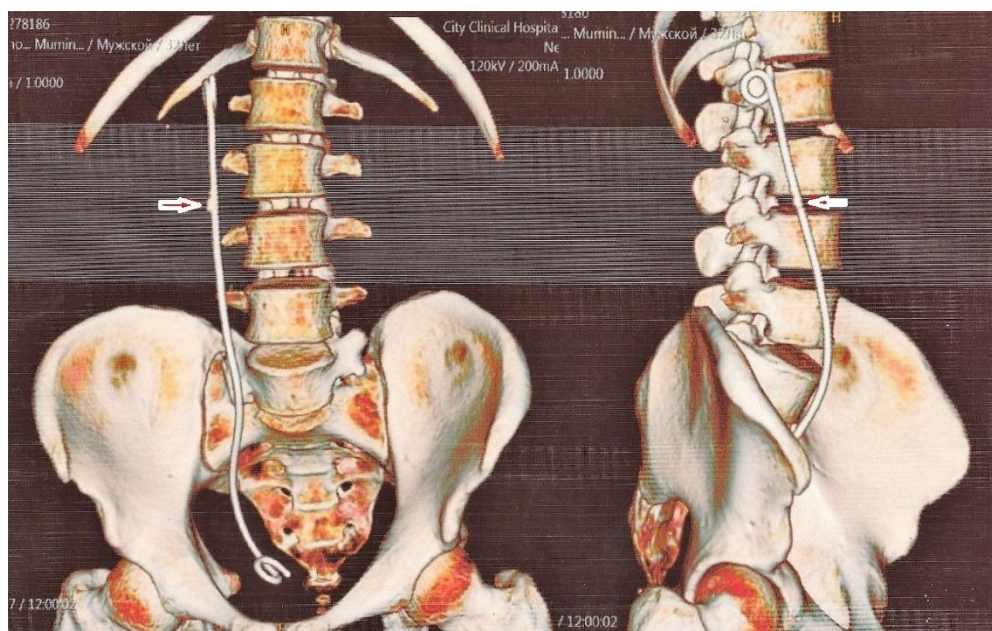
Контрольная бесконтрастная КТ на наличие ПОК
